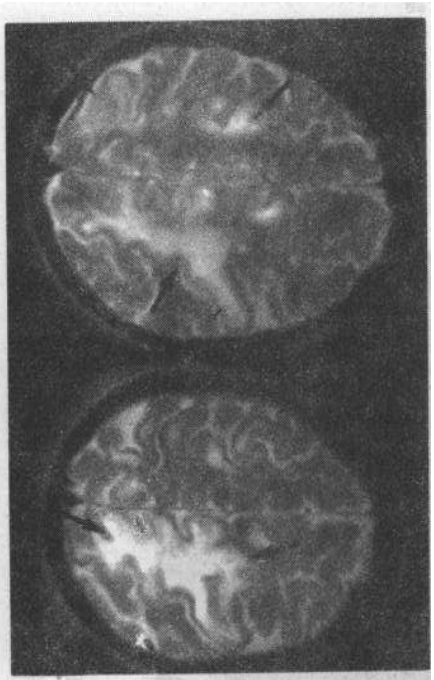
进行性多灶性脑白质病, 皮质下白质受侵。MRI T2 加权像表现为非对称性分布的边界清楚的多发性皮质下白质(箭头)强信号区, 此区别于 HIV 脑病
